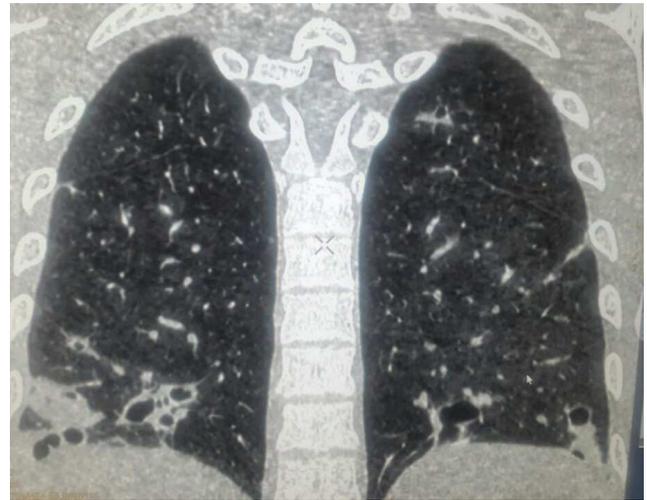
Tomografía de tórax que muestra imágenes cavitadas bilaterales basales.
